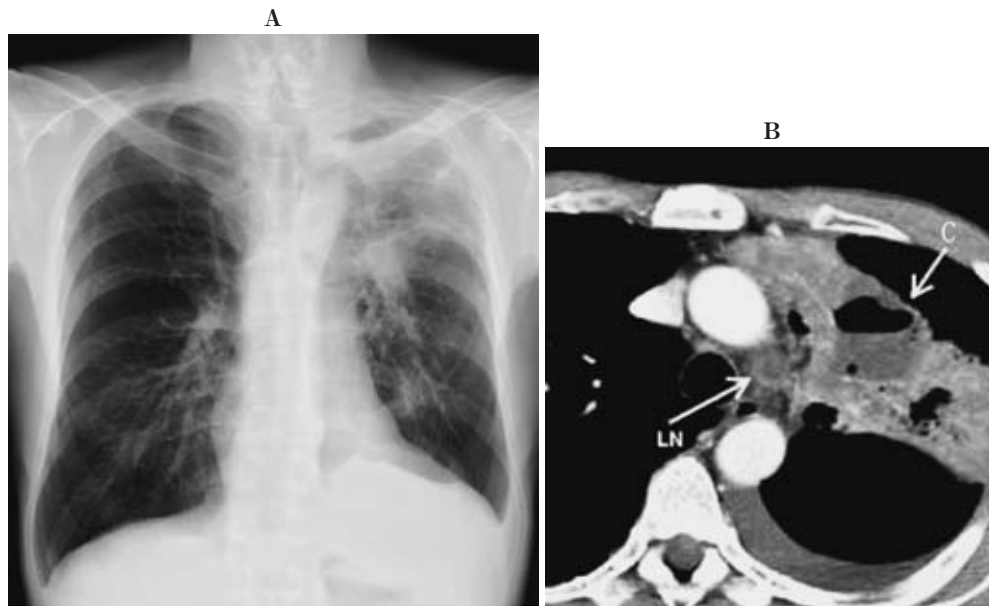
Chest radiograph (A) shows a mass shadow and infiltration in the left upper lobe. Contrast-enhanced CT (B) demonstrates a cavitory lesion with fluid collection (C), obstructive pneumonia in the left upper lobe, and left pleural effusion. Note also enlarged mediastinal lymph node (LN).
